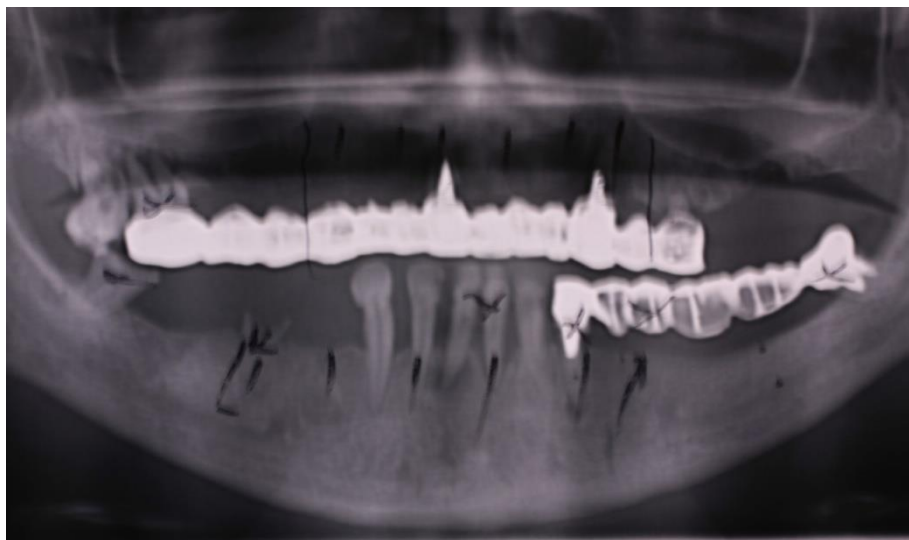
Ortopantomogramă, se remarcă implantarea deficitară și problemele apicale grave la dinții restanți pe arcada mandibulară, precum și deficit osos la nivelul întregii creste alveolare mandibulare
